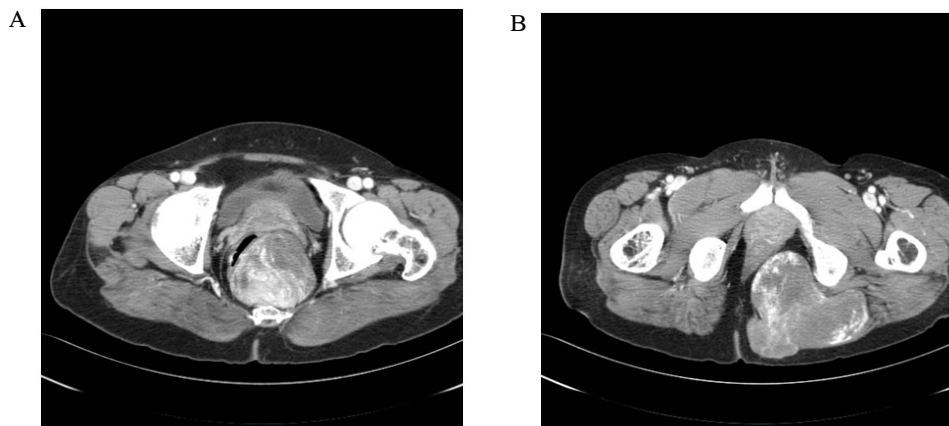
Pelvic CT in patient who was presented with a large buttock mass shows large dumbbell shape soft tissue mass posterior to rectum and left side buttock.
